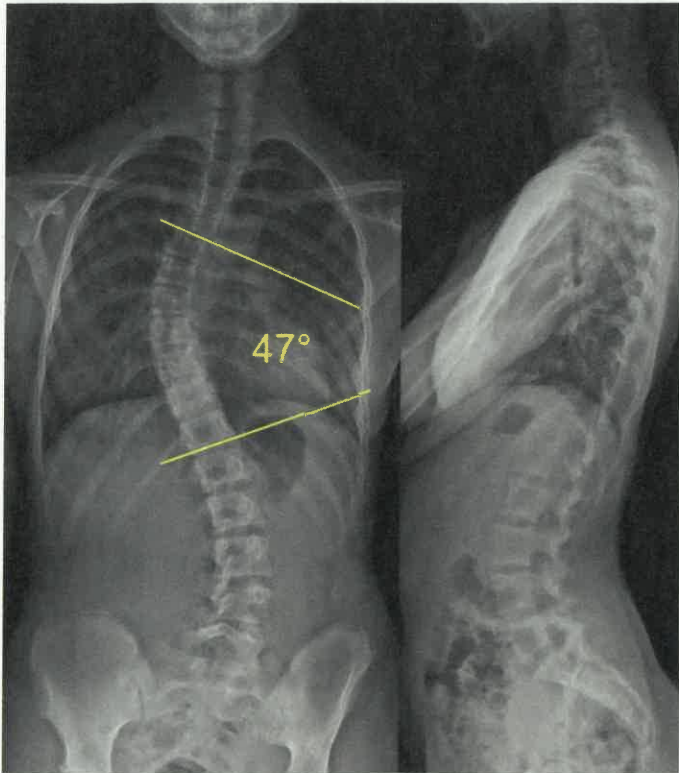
Röntgenbild der Wirbelsäule ap/seitlich im Stehen eines 15-jährigen Mädchens mit einer rechtskonvexen Thorakolumbalskoliose von 47°.
